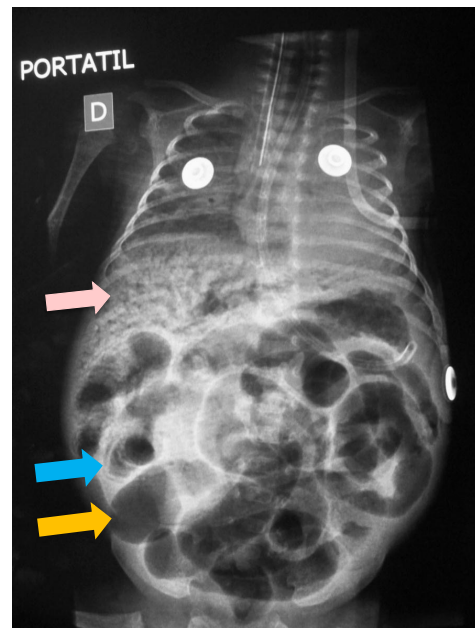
Radiografía abdominal portátil. Muestra asas intestinales dilatadas (flecha naranja) con neumatosis portal (flecha rosada) y neumatosis intestinal (flecha celeste).
